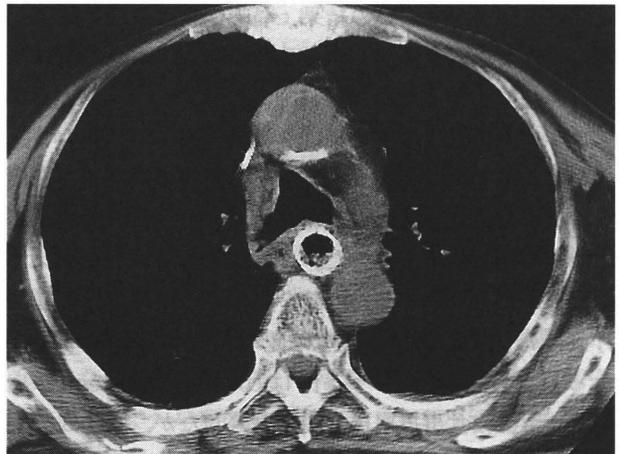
ステント留置31日後のCTでは、食道部のステントの開存は良好である。
